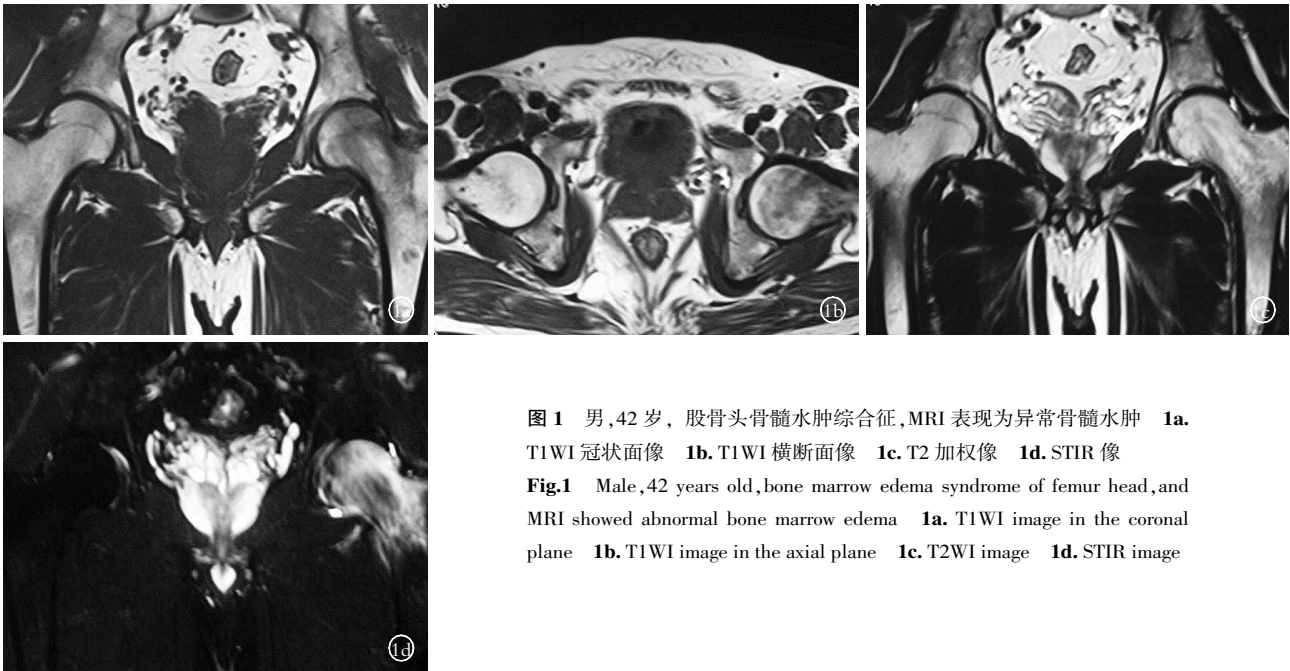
男,42 岁,股骨头骨髓水肿综合征,MRI 表现为异常骨髓水肿 1a. T1WI 冠状面像 1b. T1WI 横断面像 1c. T2 加权像 1d. STIR 像
